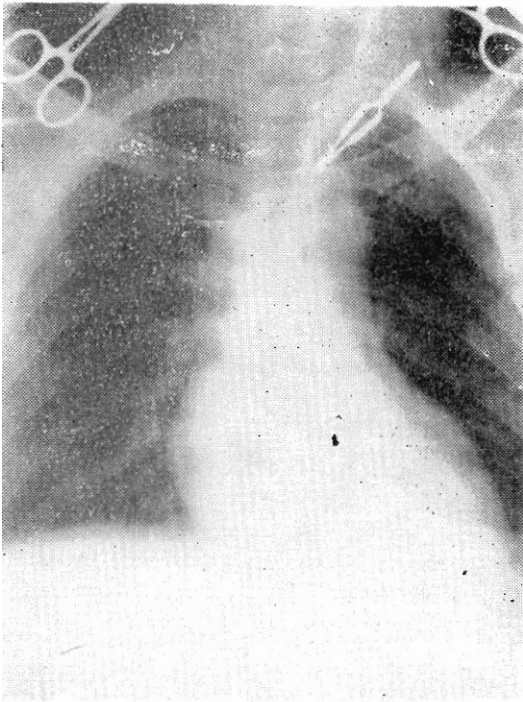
Caso 2. Radiografía del tórax mostrando el cateter, opacificado con sustancia radioactiva, penetrando a la aurícula derecha.
